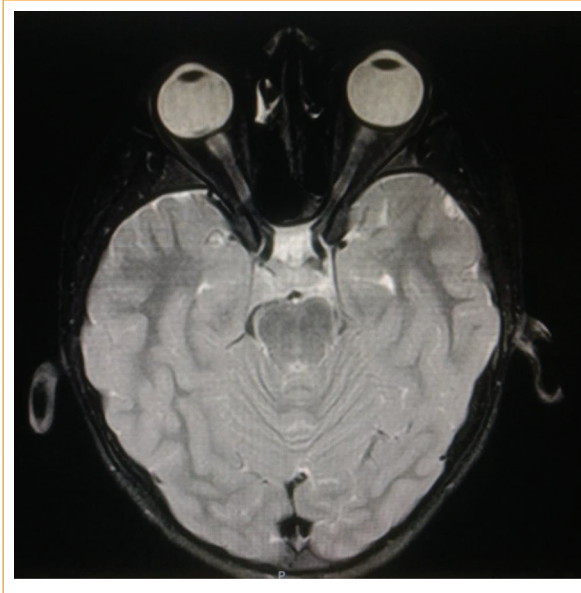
Resonancia magnética de órbitas con supresión grasa.
